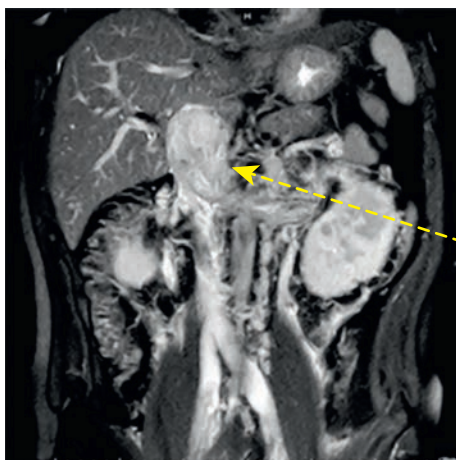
Магнитно-резонансная томограмма области почек, на которой визуализируется опухоль левой почки с тромбом, распространяющимся в нижнюю полую вену (стрелка)
